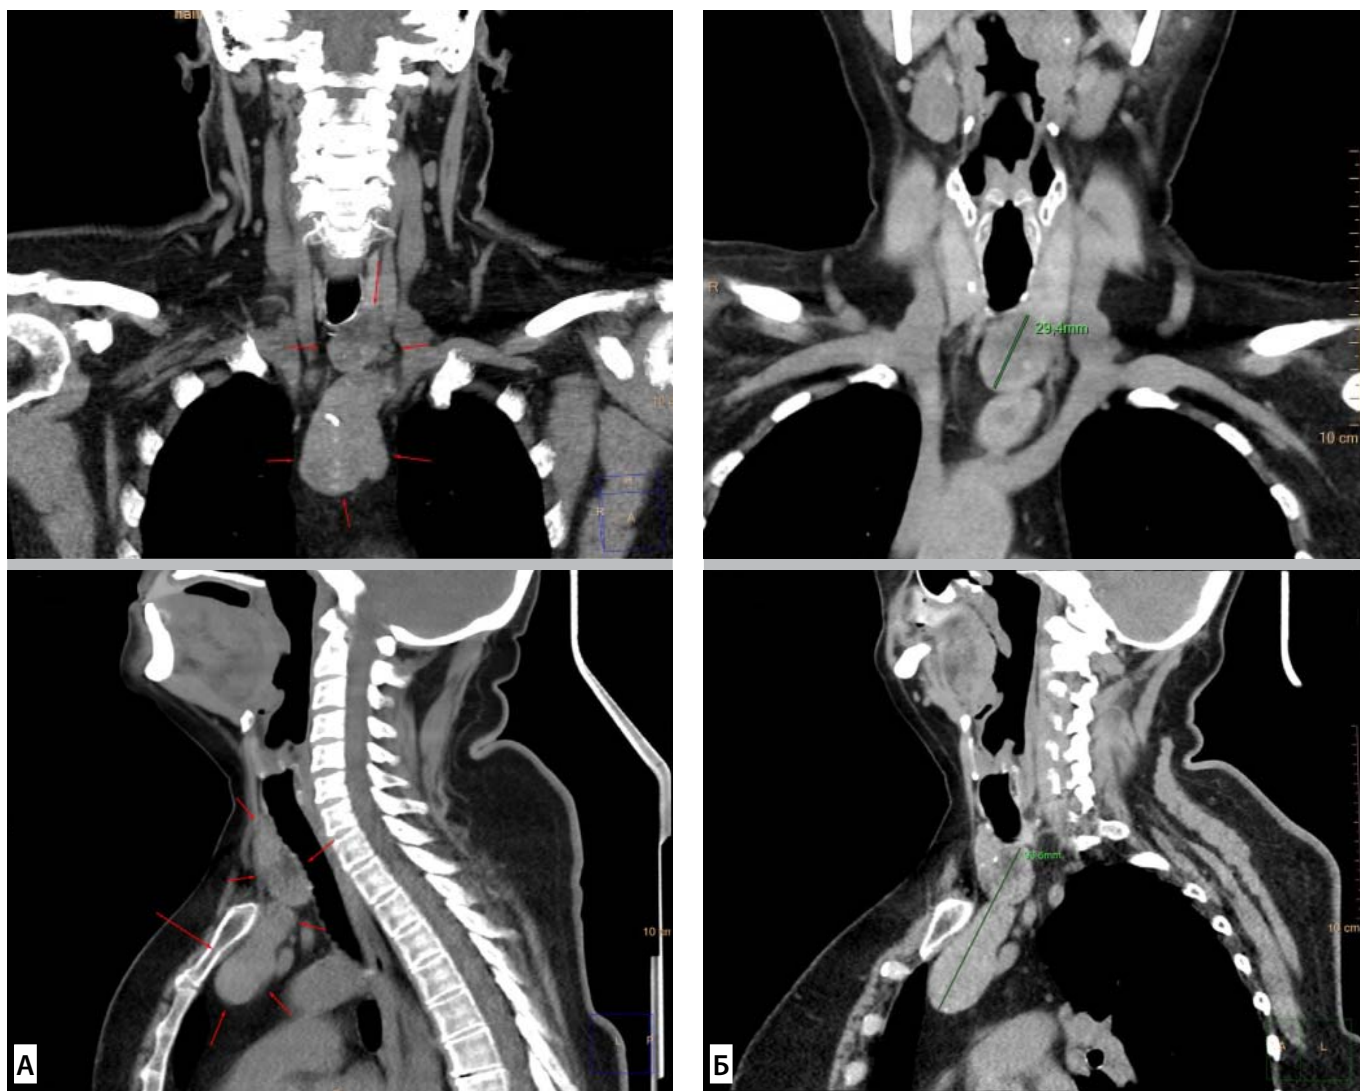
Комп'ютерна томографія шиї з контрастуванням хворої Н.: А — фронтальна площина. Загруднинне розташування щитоподібної залози та її співвідношення із трахеєю. Остання з ознаками різкої дівіації вправо; Б — сагітальна площина. Розташування щитоподібної залози та її співвідношення з магістральними судинами
